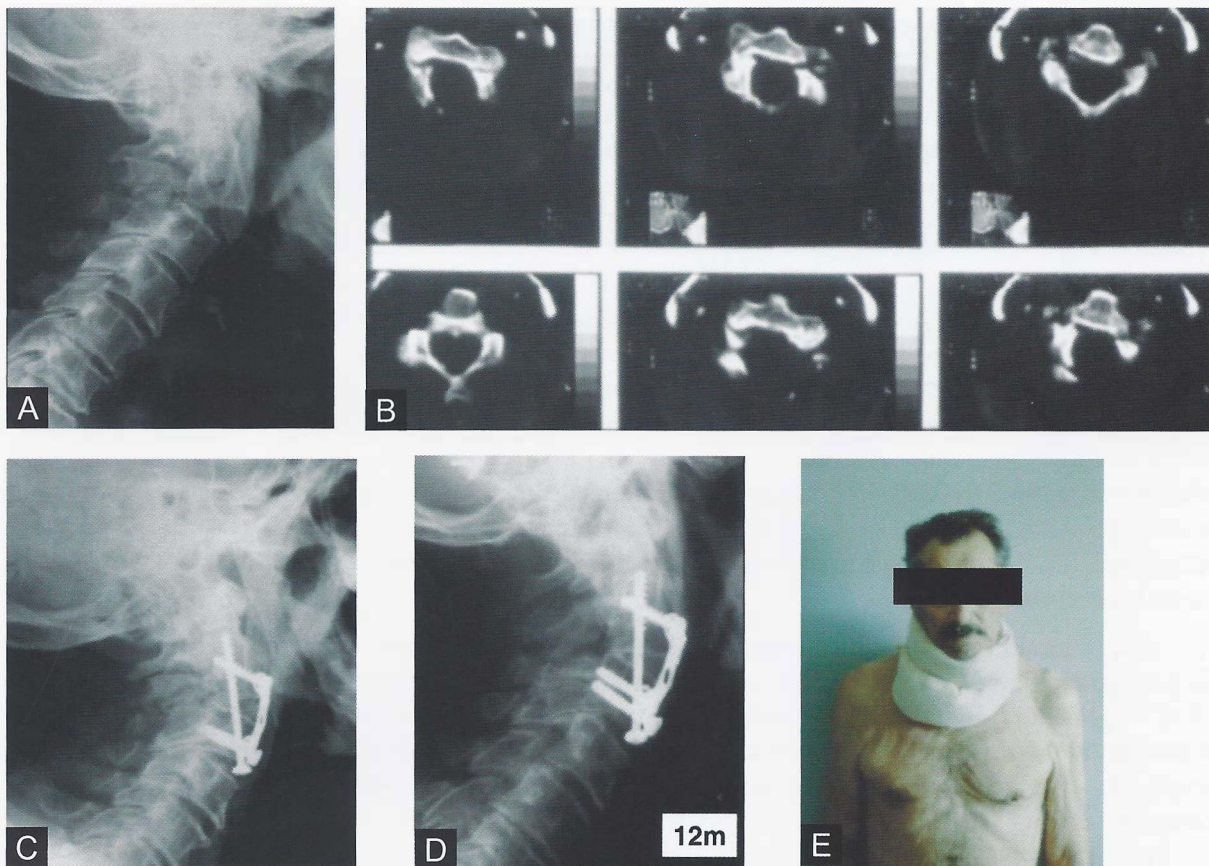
Radiografia pré-operatória (A) e tomografia Computadorizada (B) de paciente com instabilidade C2-C3 devido a laminectomia realizada em fratura de C2. Radiografia e foto do paciente no pós-operatório (C e E). Radiografia com 12 meses de pós-operatório. (D)
